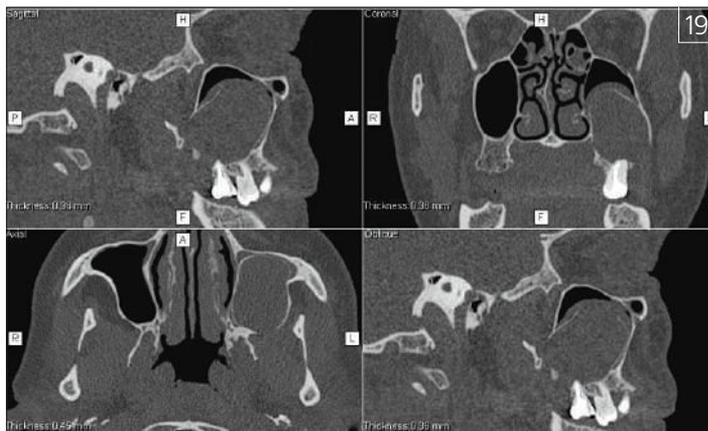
Радикулярная киста зуба 27, проникающая в полость верхнечелюстной пазухи. МСКТ
